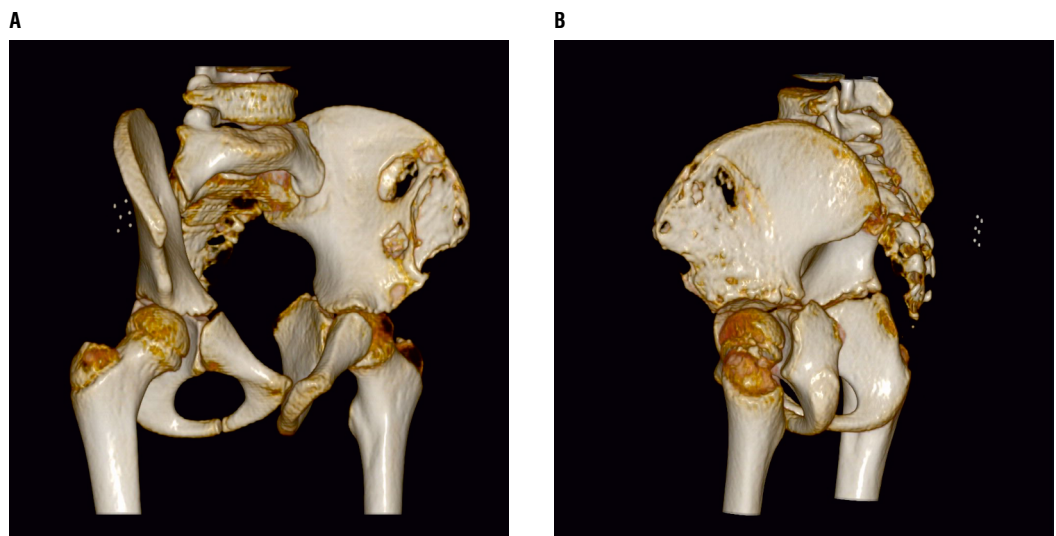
3D reconstruction of CT scans
